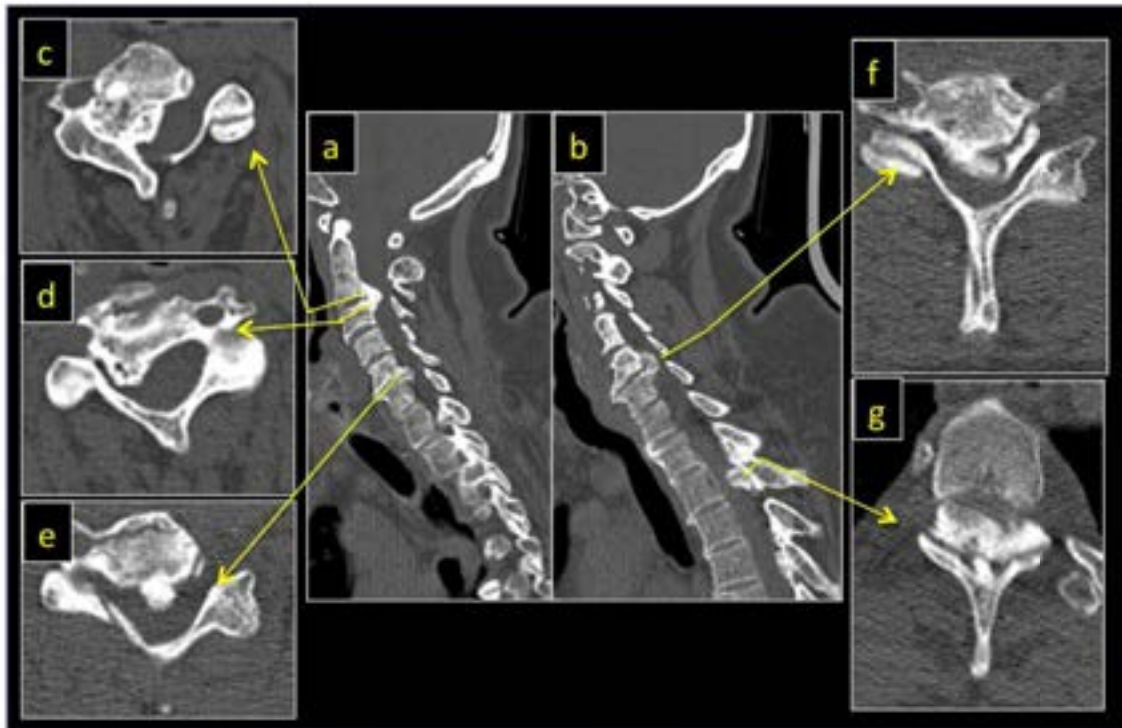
TC de columna cervical.
